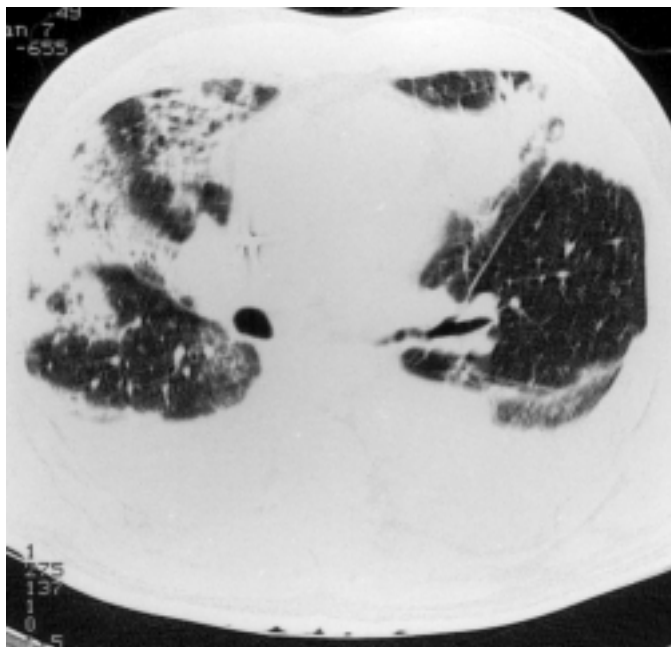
Computertomographie des Thorax. Gestörte Architektur der Lungenunterfelder wie bei Pneumonitis oder fibrotischen Veränderungen.
